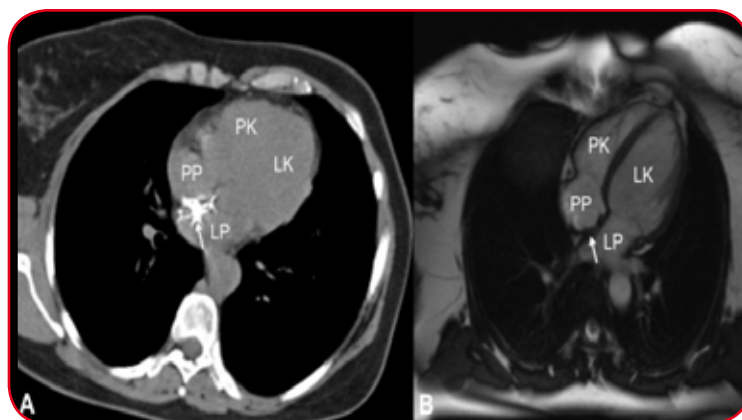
Pacjentka G.K. lat 51 skierowana do badania CMR z podejrzeniem patologicznej struktury w okolicach przedsionków. A – Tomografia komputerowa (TK) -rekonstrukcja wielopłaszczyznowa w projekcji czterożamowej, B – Kardiologiczny rezonans magnetyczny (CMR) - obraz kinematograficzny cine-GE w projekcji czterożamowej. Strzałką zaznaczono zapinkę Amplatza, ang. Amplatzer Septal Occluder w przegrodzie międzyprzedsionkowej.
